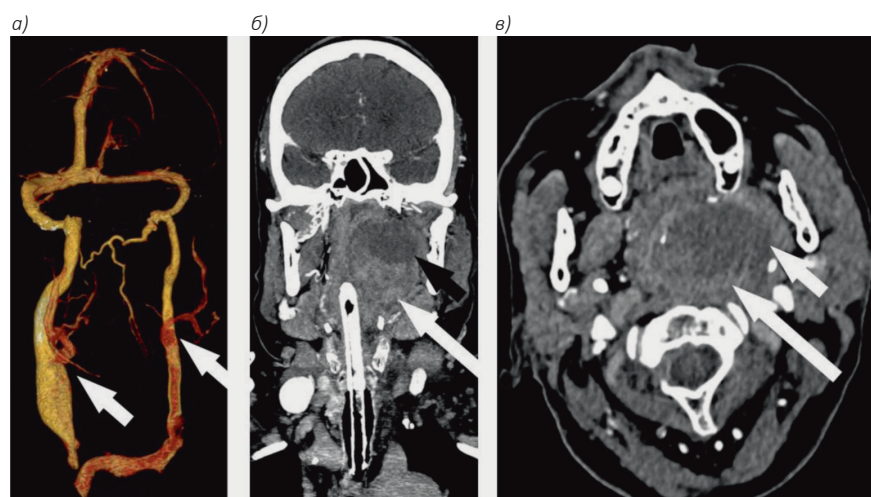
КТ-ангиография головы и шеи, венозная фаза сканирования. Яремные вены контрастируются симметрично, без признаков их сдавления извне (а). Объем остаточного контрастного вещества в аневризматическом мешке (большая стрелка) не увеличился по сравнению с артериальной фазой «выключен» из кровотока (б, в)
